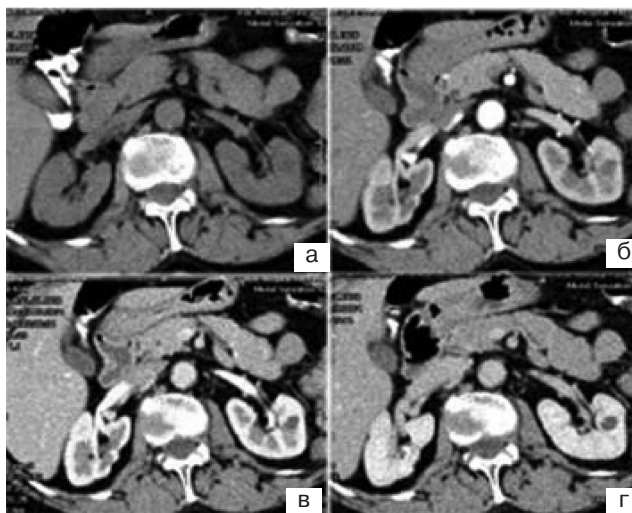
Нирковоклітинний рак, що не деформує зовнішній контур нирки і ониркові чашечки. Нативне КТ (а) — пухлина не виявляється; КТ болюсне контрастування — фази: артеріальна (б), кортико-медулярна (в), нефрографічна (г). на тлі контрастованої паренхіми визначається невелика пухлина в паренхімі нирки.
